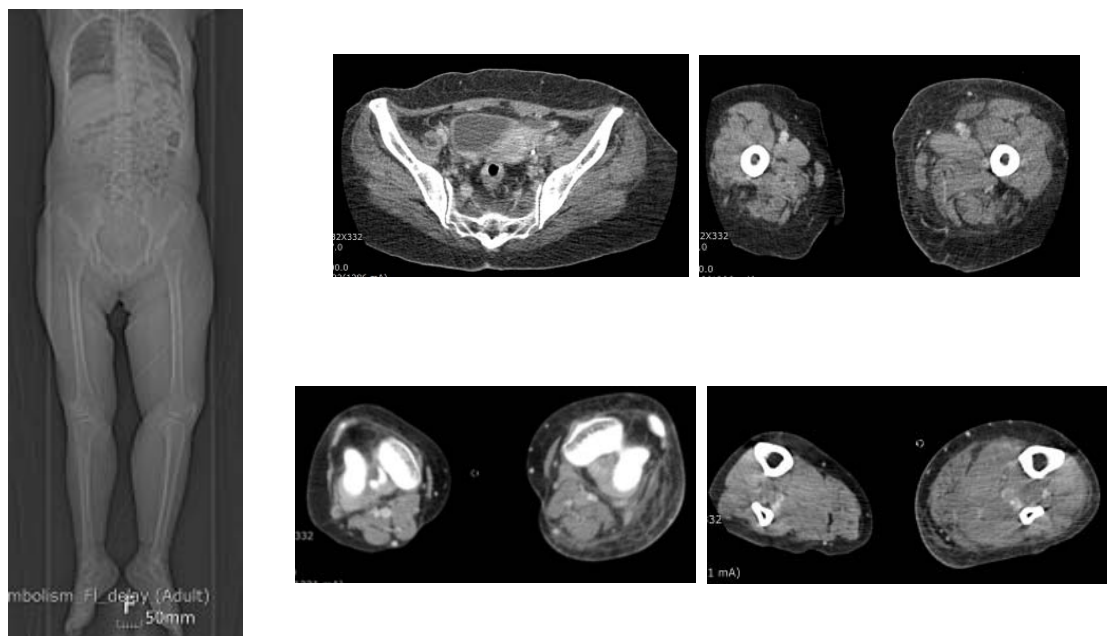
CT thromboembolism of patient (2017.08.11).
